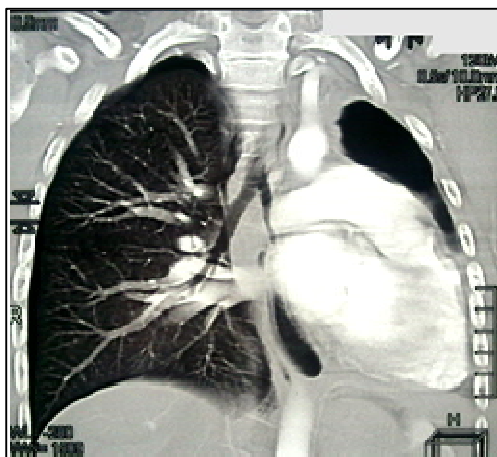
Pac. A Tomografie computerizată cu angiografie pulmonară. Aplazia plămînilui stîng, Devierea mediastinului spre stînga.
